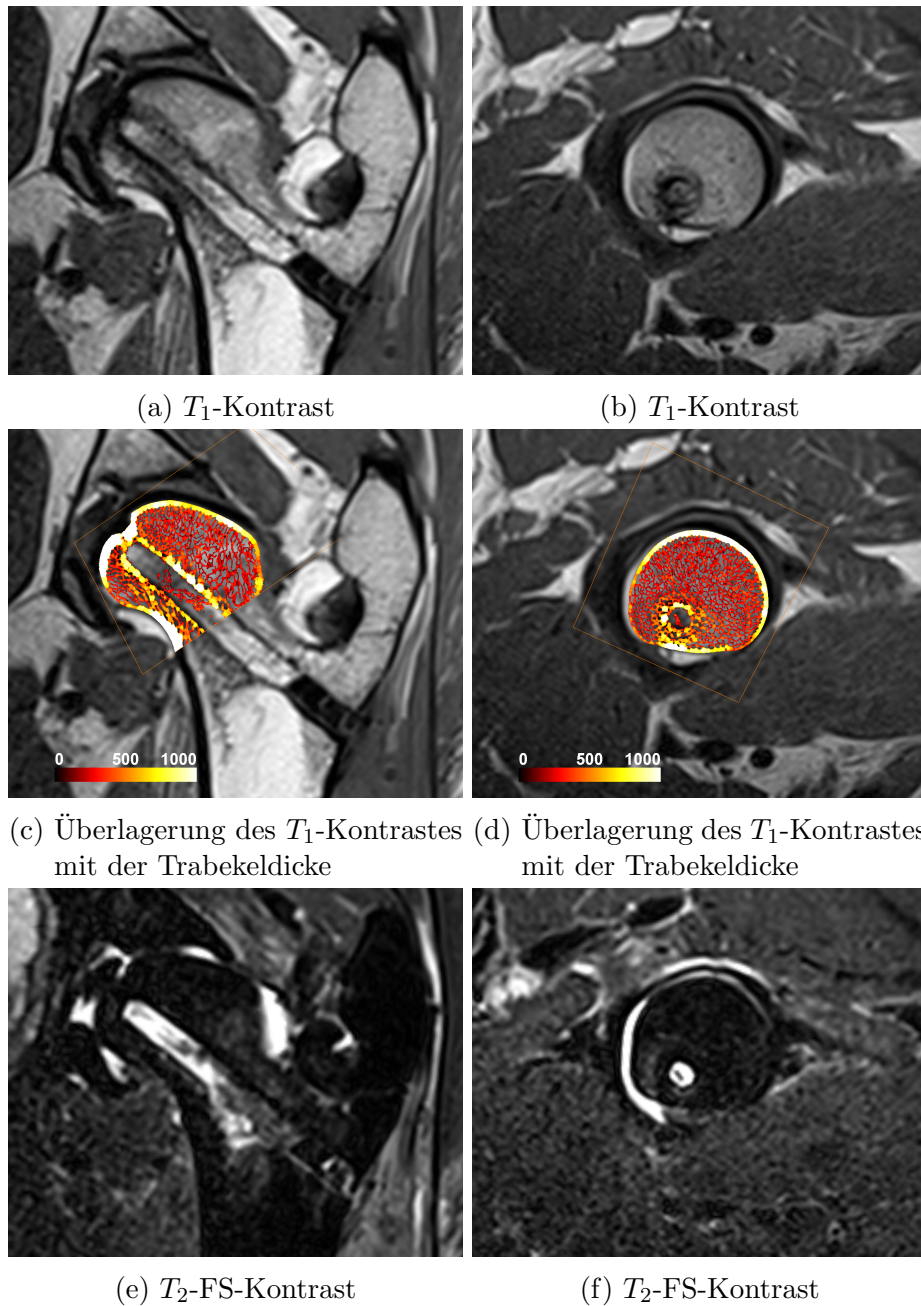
Abbildungen analog zu Abbildung 3.15, allerdings für Tier A. Koronale (links) und senkrecht zum Bohrkanal ausgerichtete (rechts)  $T_1$ -gewichtete Schichten durch den Hüftkopf (oben) und Overlay der Trabekeldicke aus den  $\mu$ CT-Aufnahme in Farbe (Mitte) sowie  $T_2$ -gewichtete Aufnahmen (unten) von Tier A. Die MR-Aufnahmen stammen von der finalen Untersuchung nach 16 Wochen. Die Orientierung der  $\mu$ CT-Daten wurde manuell angepasst.
